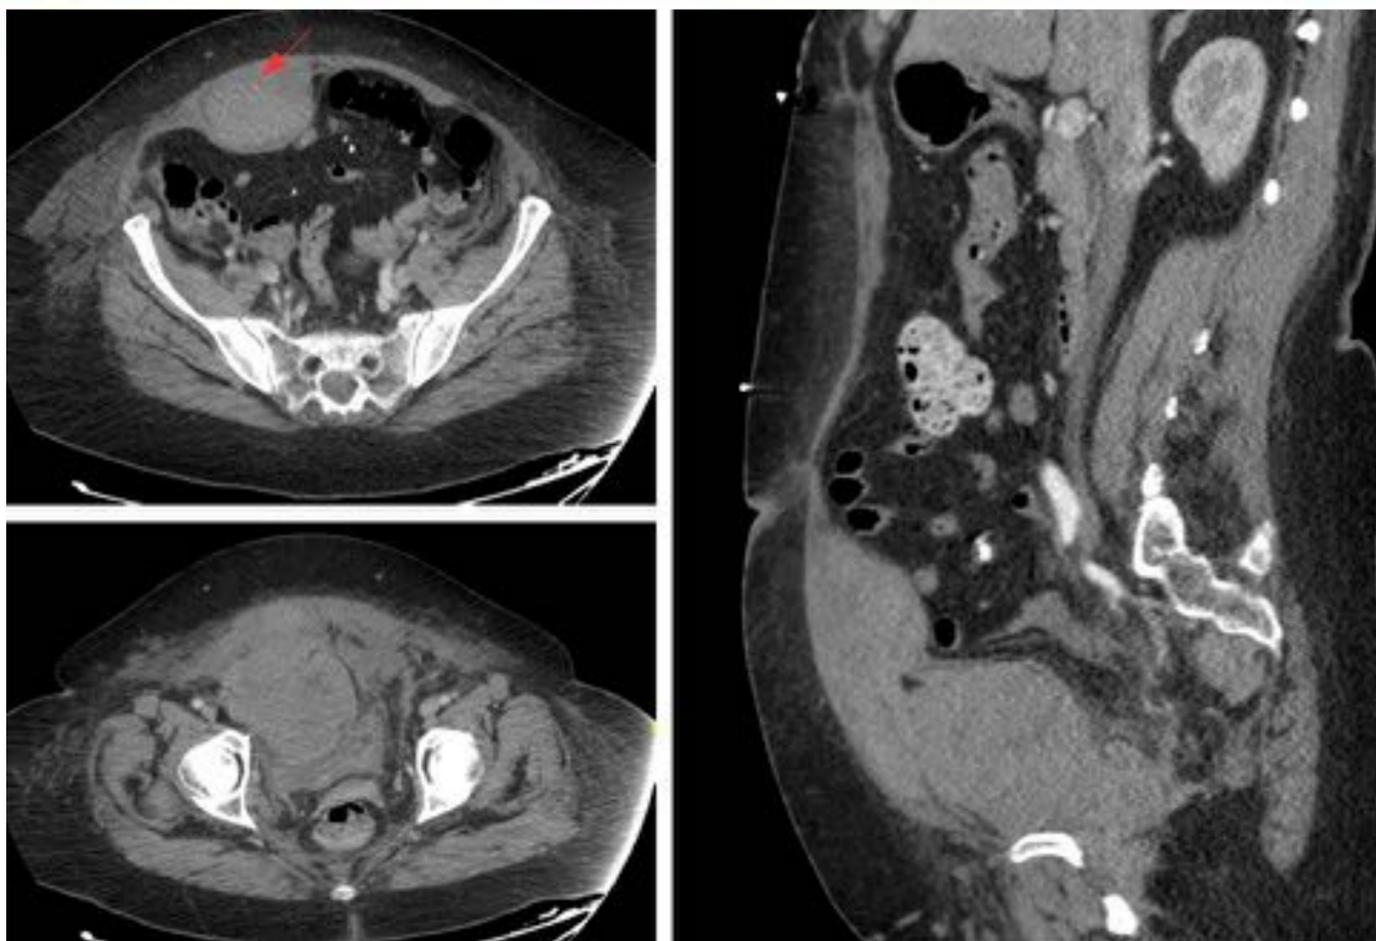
Varón de 71 años en tratamiento con Sintrom por miocardiopatía hipertrófica obstructiva. TC multidetector con planos transversales y sagital. Hematoma de recto anterior derecho que se extiende caudalmente hasta el espacio de Retzius desplazando a la vejiga posteriormente. Se identifica vaso en su interior correspondiente a arteria epigástrica inferior derecha (flecha), sin objetivar puntos de sangrado activo.
